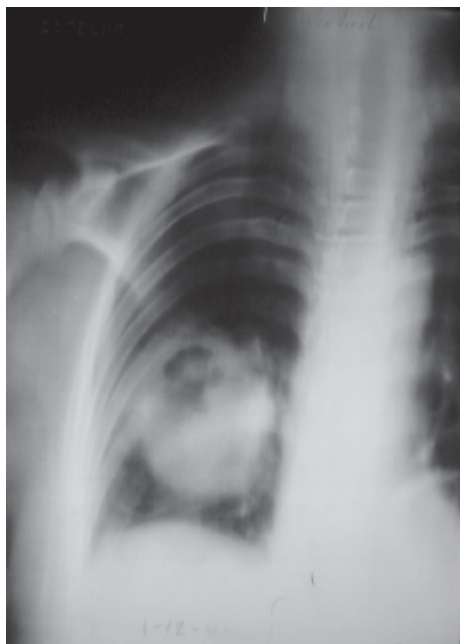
Tomografía lineal del pulmón. Se observa masa abscedada en el lóbulo inferior derecho.
